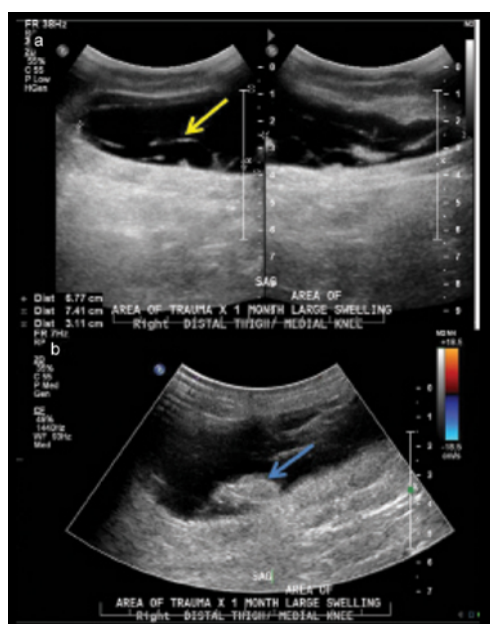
Imagem ultrassonográfica da face medial da coxa direita (a) e (b) demonstrando coleção heterogênea com septações internas (seta amarela) e foco ecogênico (seta azul). Não há vascularização interna ao doppler no foco ecogênico (seta azul).
